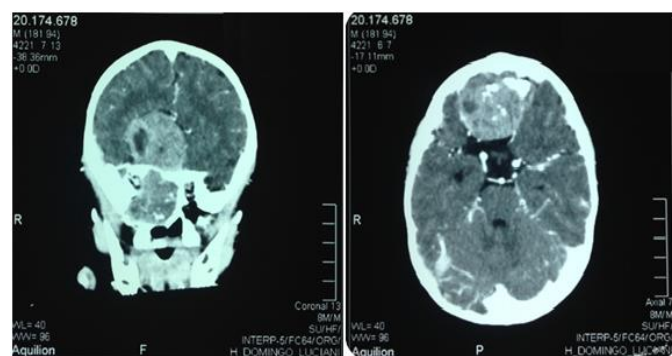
TC craneal con contraste. Se aprecia la extensión intracraneal, así como la erosión ósea ocasionada por el tumor.
